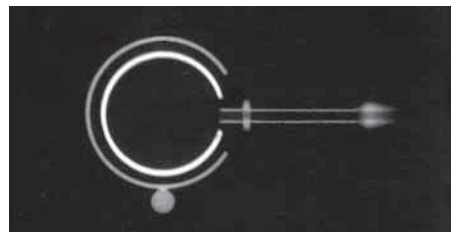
Cliché radiographique (vue de haut ou de bas) de la petite chambre d'injection implantable II du système LAP-BAND AP™.
